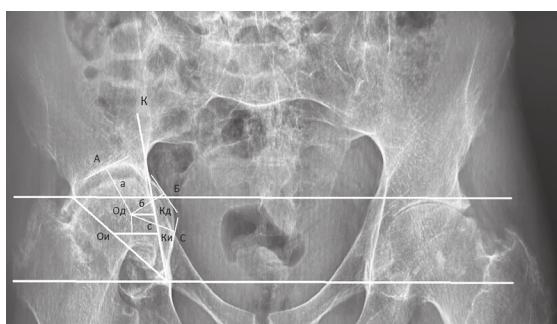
Рентгенограмма таза с правосторонним протрузионным коксартрозом в прямой проекции: А, В, С — касательные к контуру деформированной впадины; а, в, с — перпендикуляры к касательным А, В, С; Од — центр вращения деформированной вертлужной впадины; Ои — центр вращения истинной вертлужной области (середины гипотенузы треугольника Ранават); К — линия Кохлера из нижнего полюса фигуры слезы; Кд — точка пересечения горизонтали из Од с линией Кохлера; Ки — точка пересечения горизонтали из Ои с линией Кохлера. Расстояние между отрезками ОдКд и ОиКи характеризует выраженность степени протрузии вертлужной впадины. Величина горизонтального смещения и медиализации центра вращения деформированной впадины относительно истинной вертлужной области в данном случае составляет 12 мм. Вертикальное смещение деформированной впадины относительно истинной вертлужной области в данном случае 14 мм
